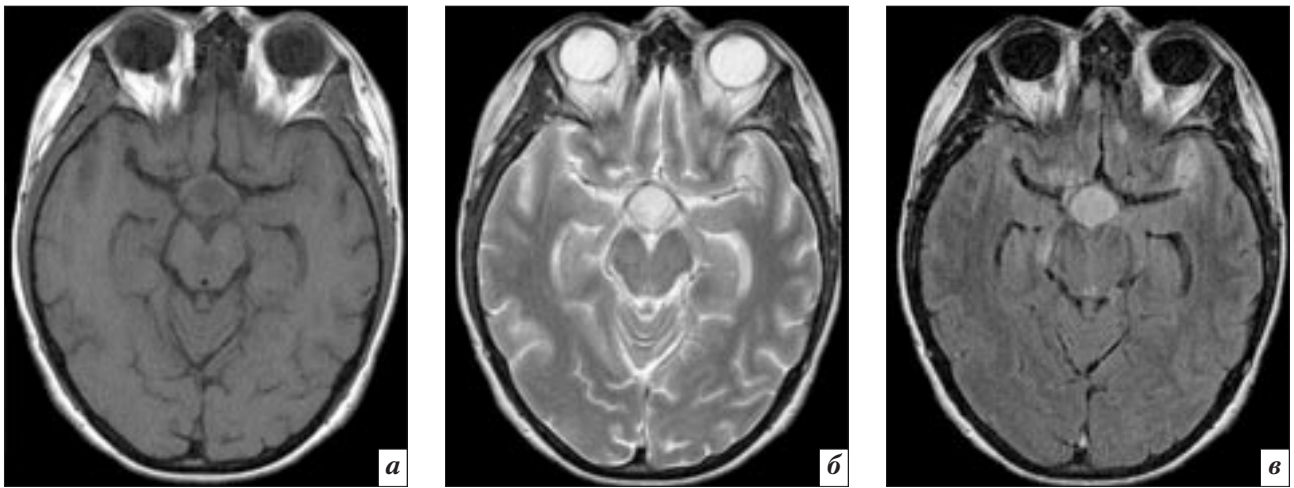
Супраселлярное образование в режимах T1-ВИ (а), T2-ВИ (б) и FLAIR (в).
